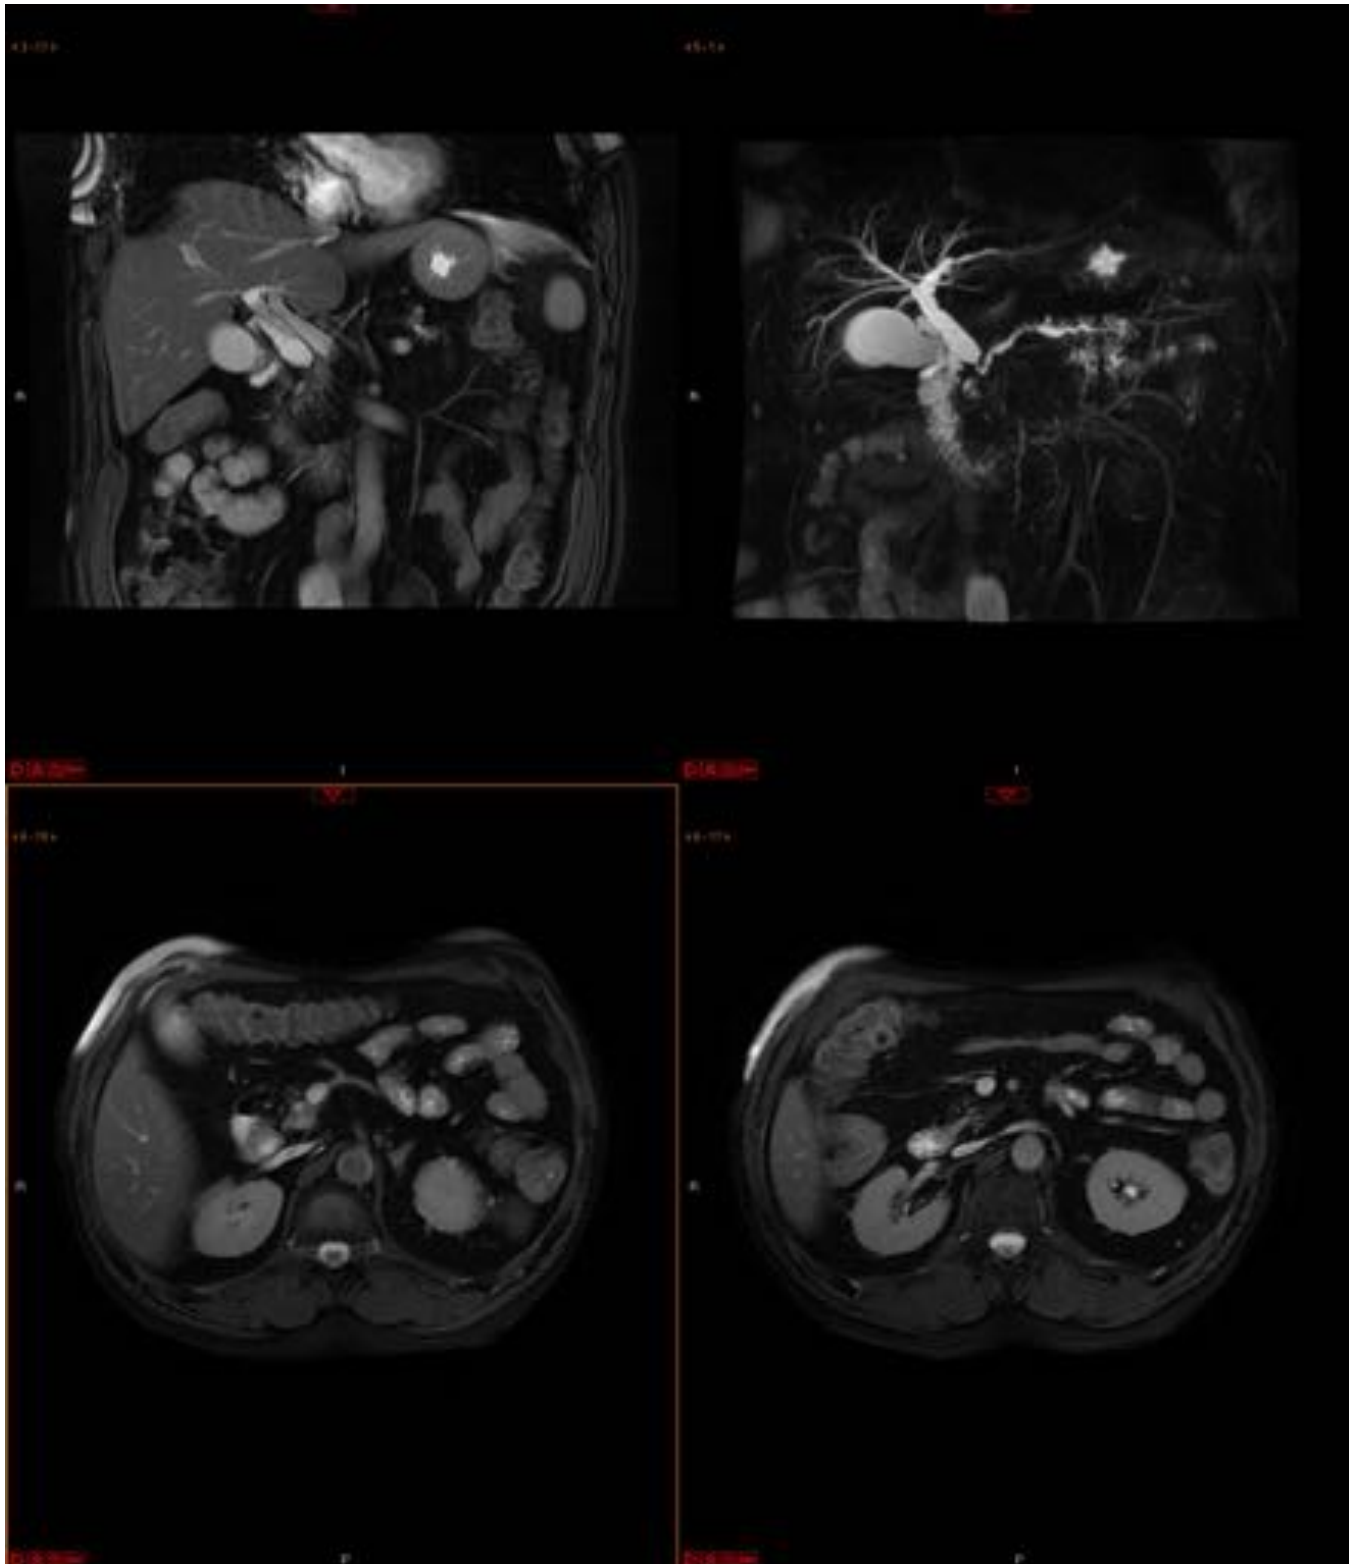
Paciente con síndrome constitucional e ictericia indolora. Se practica RM de abdomen observando en las proyecciones coronales una moderada dilatación de la vía biliar intrahepática y severa extrahepática (colédoco 17 mm) así como del conducto de Wirsung que presenta morfología arrosariada con stop abrupto a nivel de ampolla de Vater (signo del doble conducto). En las proyecciones axiales no se objetiva clara tumoración. Diagnóstico definitivo: adenocarcinoma de la cabeza del páncreas.
